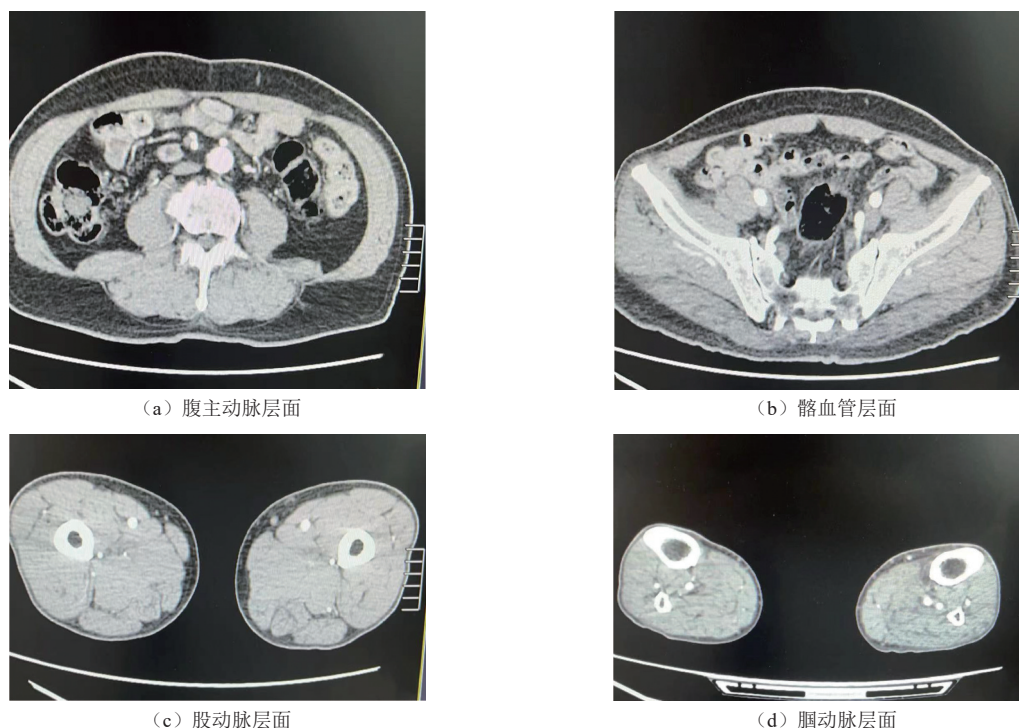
为常规螺距腹主动脉、髂血管、股动脉、腘动脉层面 CT 图像
